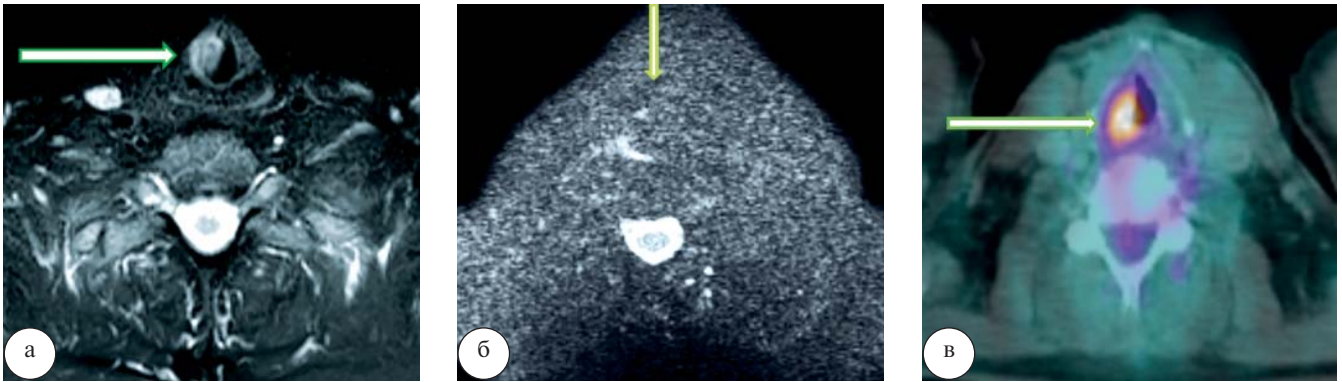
Рак голосовой связки. При МРТ на T2-ВИ (а) отмечается образование правой голосовой складки, характеризующееся неоднородным гиперинтенсивным сигналом, изоинтенсивное при МР-диффузии, без повышения сигнала на  $b=800$  (б). Однако при выполнении ПЭТ/КТ (в) в области образования правой голосовой складки определяется гиперметаболизм 18-ФДГ
